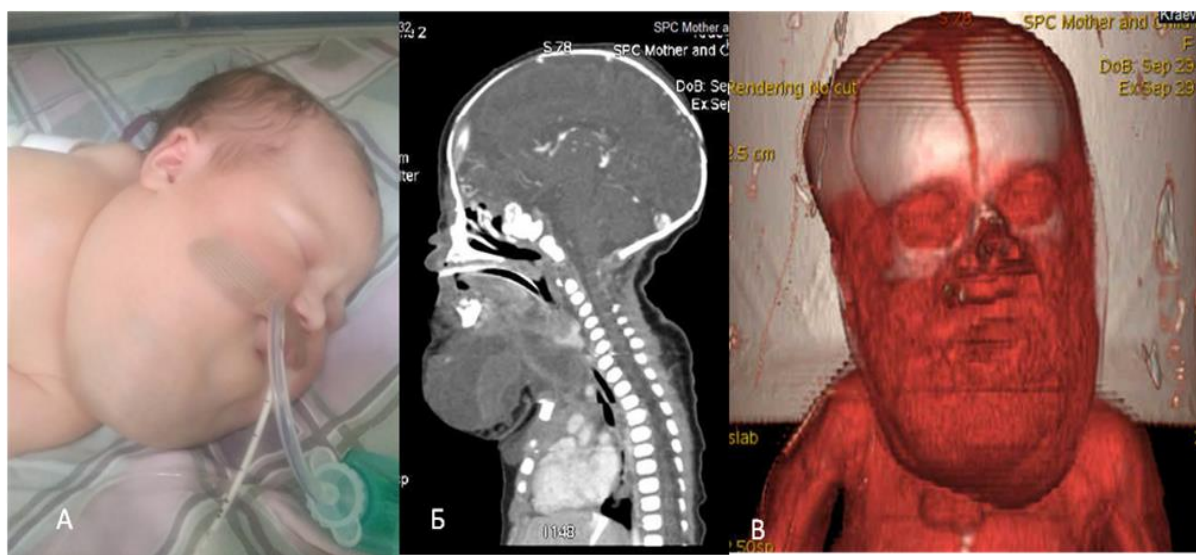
А – новорожденный первых суток жизни, Б – томографическое изображение новорожденного в профиль, В – томографическое изображение (трехмерная реконструкция) в анфас
